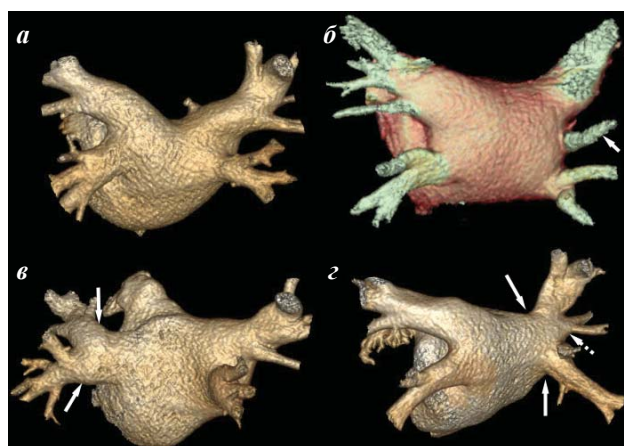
Варианты анатомического строения левого предсердия (ЛП) и легочных вен (ЛВ) по данным мультиспиральной компьютерной томографии: а - нормальная анатомия (ЛВ впадают в ЛП отдельными устьями); б - добавочная вена справа (сегментарная вена S4 впадает в ЛП отдельным устьем - стрелка); в - общий коллектор левых ЛВ (левая верхняя и нижняя ЛВ впадают в ЛП общим стволом - стрелки); г - общий коллектор правых ЛВ и добавочная вена справа (правая верхняя и нижняя ЛВ впадают в ЛП общим вестибулом - стрелки, сегментарная вена S4-5 впадает отдельным устьем - пунктирная стрелка).
